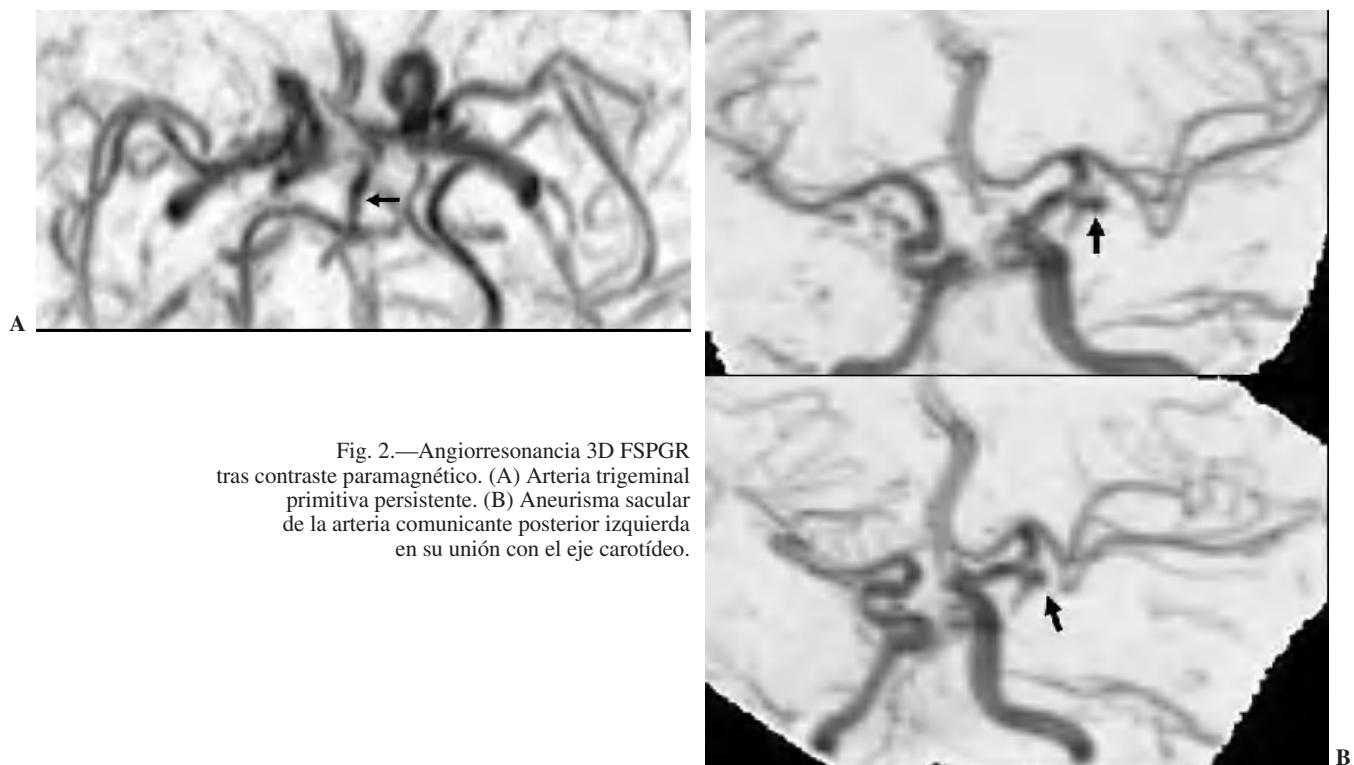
Angiorresonancia 3D FSPGR tras contraste paramagnético. (A) Arteria trigeminal primitiva persistente. (B) Aneurisma sacular de la arteria comunicante posterior izquierda en su unión con el eje carotídeo.
